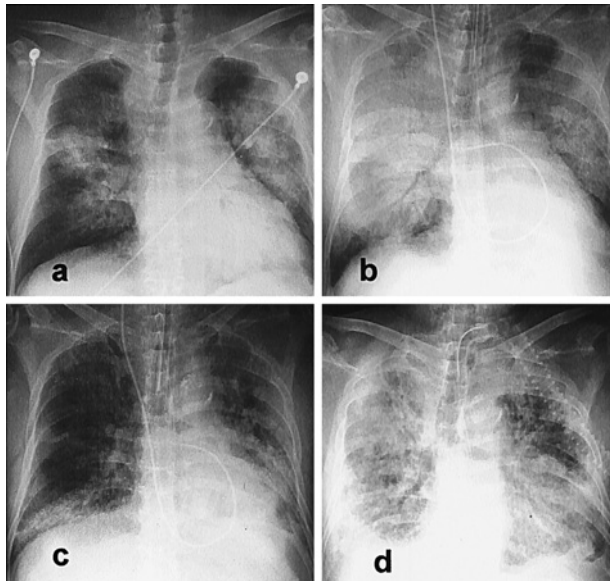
Chest radiograph of the case 1. (a) Radiograph obtained on admission shows bilateral areas of consolidation. The serum KL-6 level was 239 U/ml. (b) Radiograph obtained on the 5th hospital day demonstrates a markedly increased extent of disease in both lungs, with consolidation. Also noted are an endotracheal tube and a Swan-Ganz catheter. (c) Radiograph obtained on the 16th hospital day shows some resolution of the consolidation. The endotracheal tube is still in place. (d) Radiograph obtained on the 21st hospital day shows bilateral ground-glass opacities. A tracheostomy tube is in place. The serum KL-6 level was 741 U/ml.
